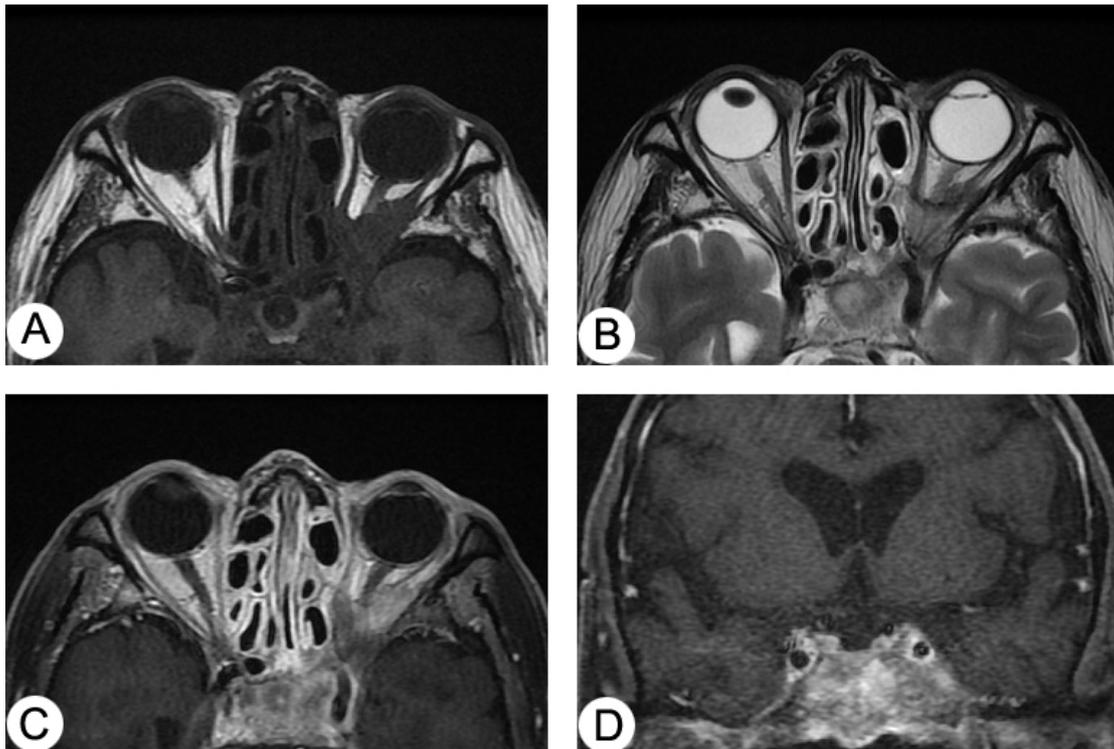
T1-weighted MRI (A), T2-weighted MRI (B) and gadolinium enhanced image (C, D) showed decreased size of mass involving left cavernous sinus, middle cranial fossa, intraorbital contents and intracranial portion.
